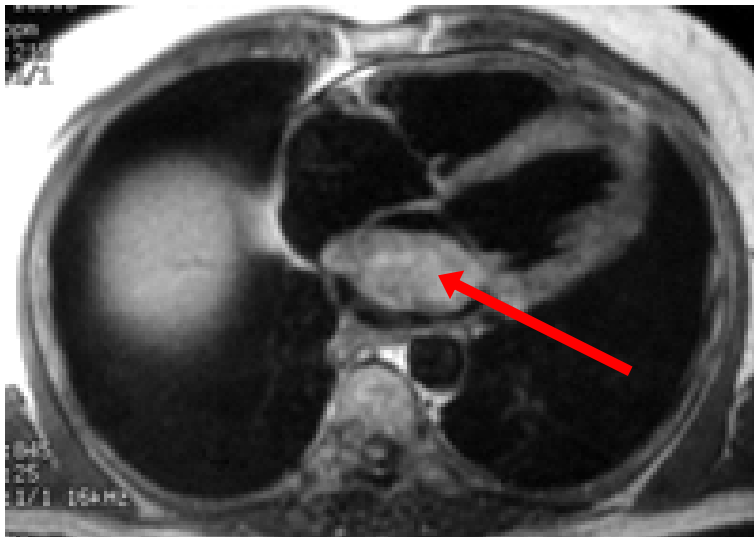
Linksatriales Myxom bei einer 60jährigen Frau mit Dyspnoe. Die axiale T1-gewichtete Magnetresonanztomographie zeigt eine ovale heterogene Masse mit Kontakt zum interatrialen Septum.
